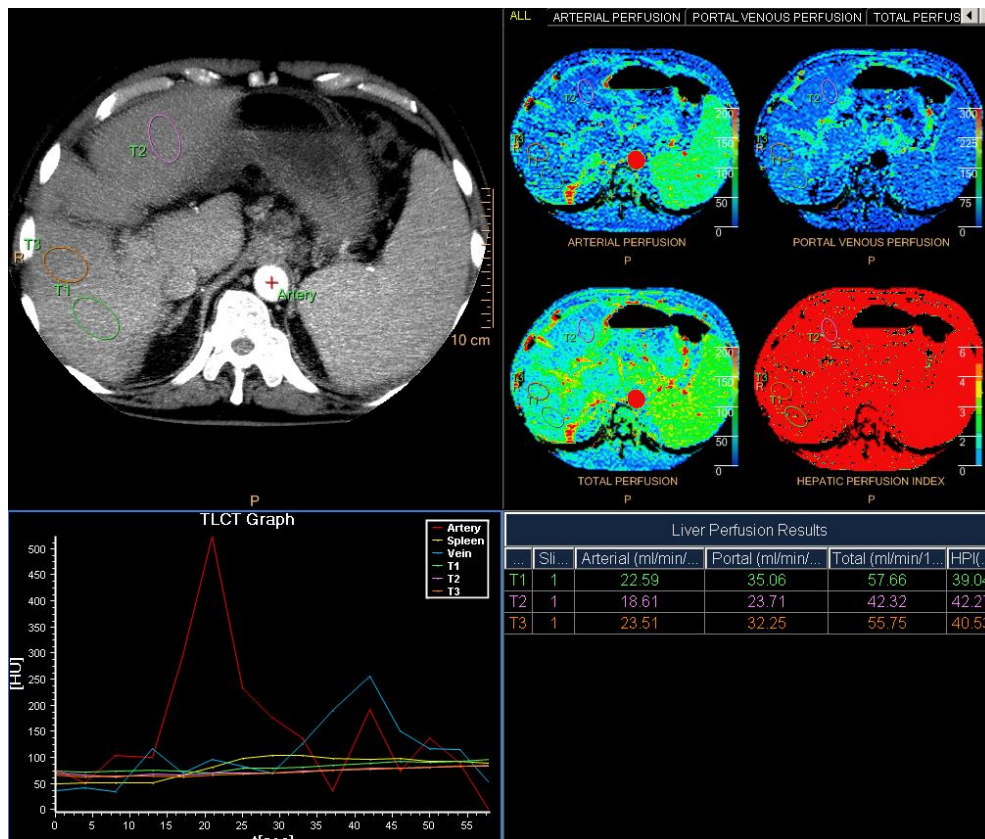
КТ-перфузия печени пациента С. В результате постобработки данных получены значения артериальной, портальной, общей перфузии, индекса перфузии печени в III, VII, VIII сегментах.
